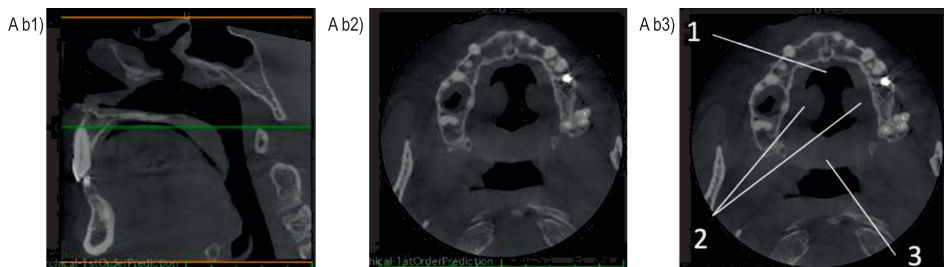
Obraz CBCT układu stomatognatycznego w płaszczyźnie horyzontalnej: A a1) zielona linia pomiarowa umieszczona w obszarze najwyższego wysklepienia podniebienia; A a2) widoczne struktury kostne podniebienia
